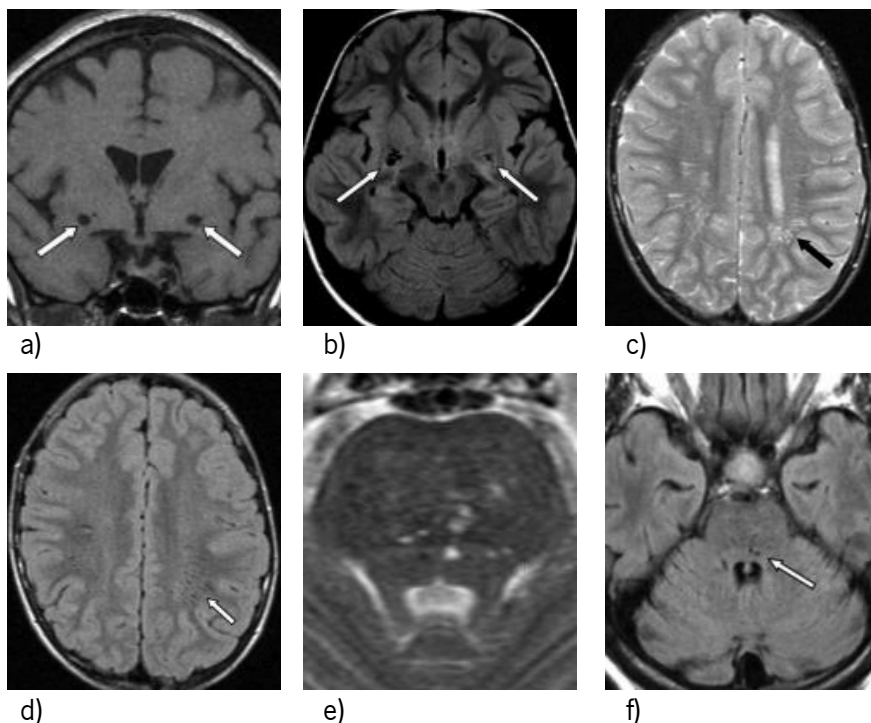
Exemplos de Espaços de Virchow-Robin nos três tipos de locais mais comuns. Em a) e b) observam-se EVR nos locais do tipo I nas sequências T1 e FLAIR, respetivamente. Exemplos do tipo II correspondem às imagens c) e d), nas sequências T2 e FLAIR, respetivamente. e) é uma sequência T2 com ampliação e f) é uma sequência FLAIR, ambas exemplificando o tipo III. Apenas a) representa uma secção coronal do cérebro, enquanto as restantes são secções axiais. Imagens adaptadas [2].
